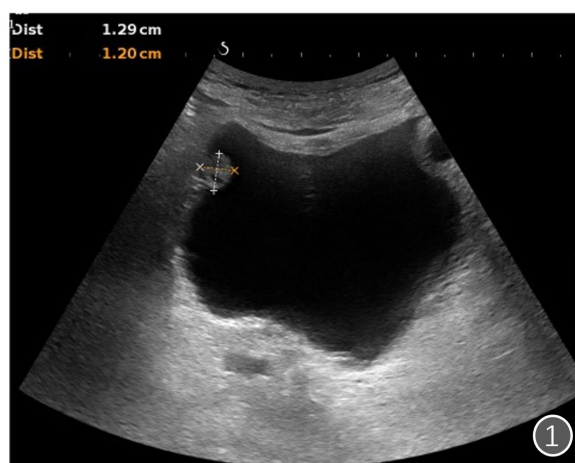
Ultrasound shows that the bladder wall is rough and hypoechoic nodules on the wall. Space occupying lesions are considered
